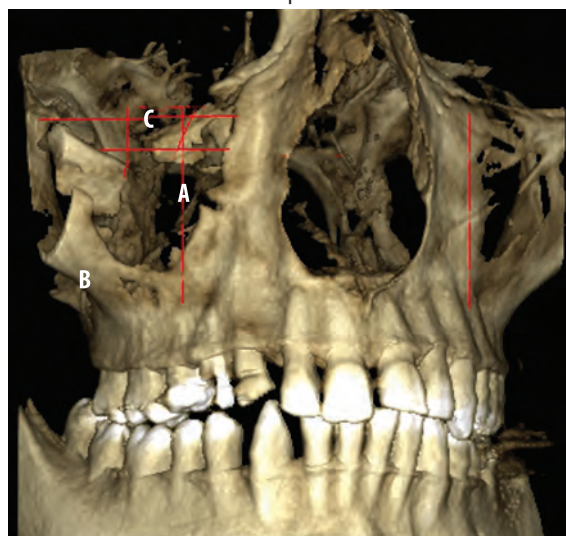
TC 3D reconstructivă. Se apreciază trei eschile osoase rotite deplasate în sinusul maxilar. A. Sinusului maxilar, B. Creasta zigomatico-alveolară, C. Rebordul infraorbital.
